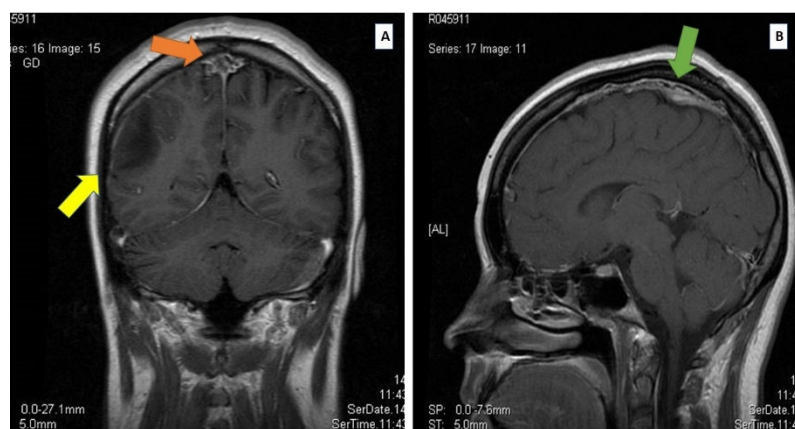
Resonancia magnética de encéfalo con gadolinio en secuencia T1.* (A) En corte coronal se observa defecto de llenado sugerente de trombosis en seno venoso sagital (flecha naranja) y zona hipointensa correspondiente al área de isquemia en lóbulo parietal (flecha amarilla). (B) En corte sagital se aprecia seno sagital superior con presencia de trombo (flecha verde).
